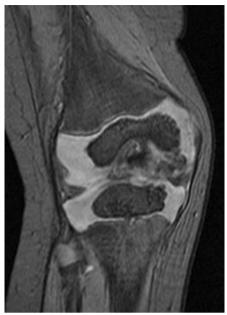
膝関節 MRI 右大腿骨遠位内側に DEHに伴う二次骨化中心を認める
